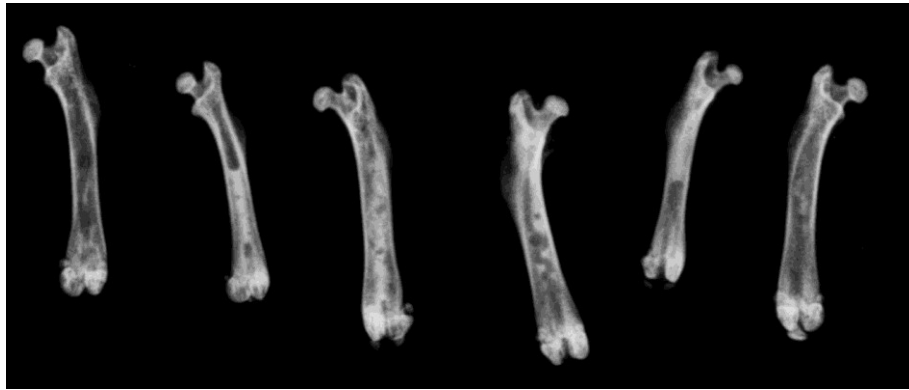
Röntgenbild zum Ausmessen der Volumina
